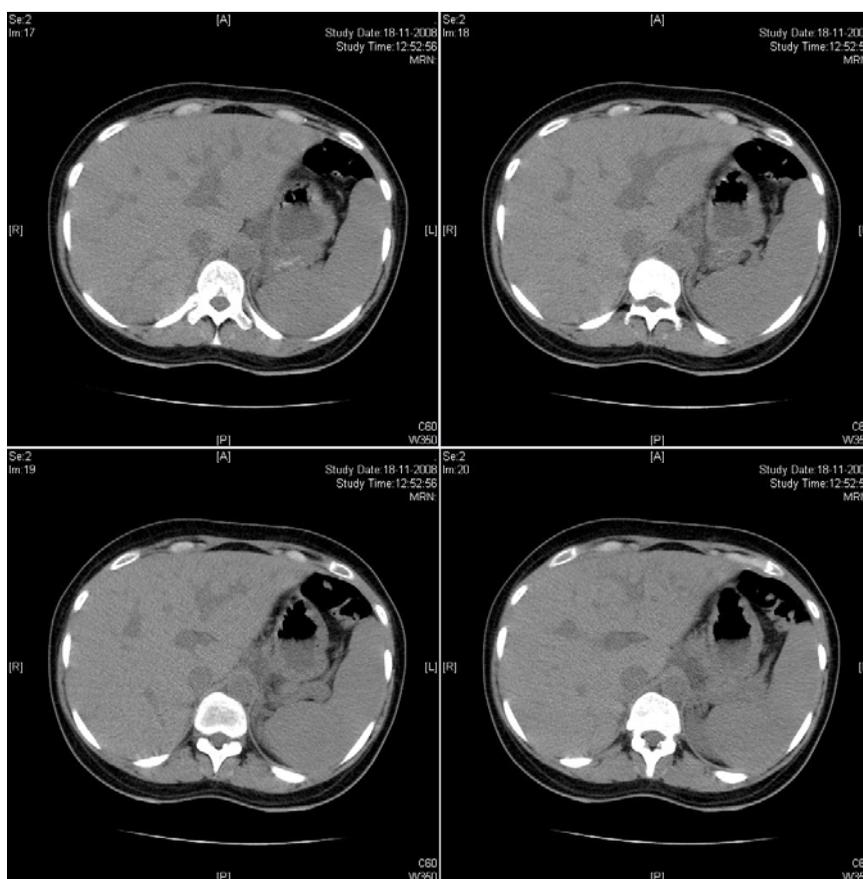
TC abdominal: hipodensidade e ausência de impregnação do contraste endovenoso nos ramos segmentares do lobo esquerdo da veia porta (segmentos II e III), traduzindo prováveis zonas de enfarte por isquémia venosa
